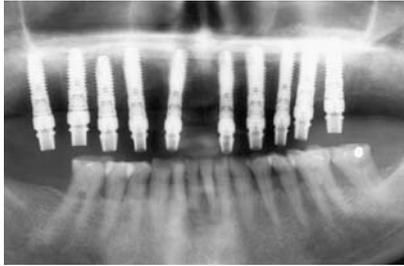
Röntgenologische Überprüfung der Positionierung der Abformhilfen. – Abb. 24: Abformhilfen auf den osseointegrierten Implantaten positioniert. – Abb. 25: Abformung mit individuellem Abformlöffel.
